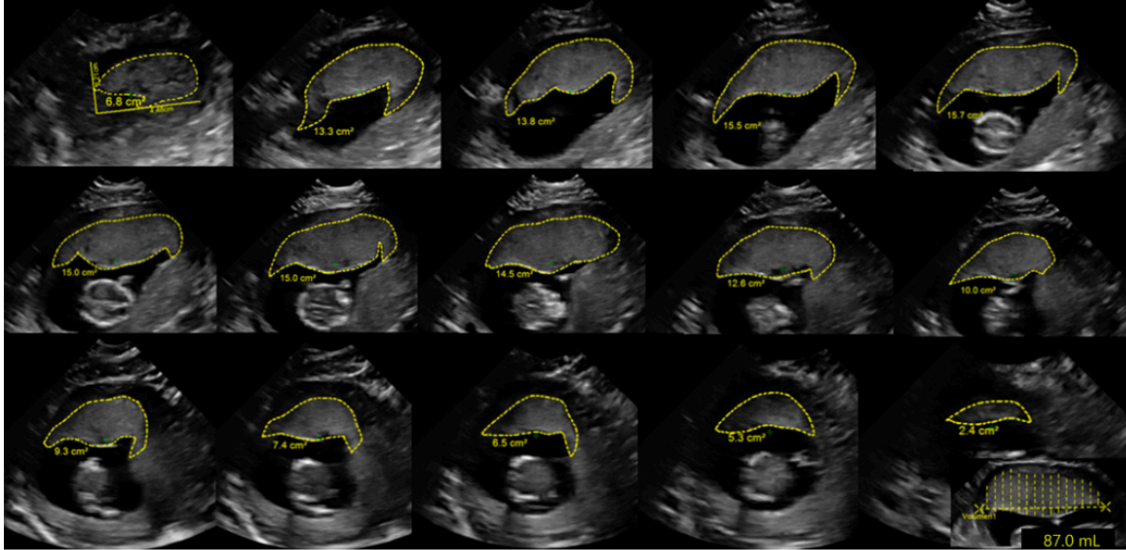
Measurement of PV using 3D ultrasound: volume calculation using the QLAB GI3DQ software (15 slices). Each frame depicts the contoured area, manually traced, of the 15 slices of the placenta (the area of the selection is also indicated in each frame, in cm^2). PV, placental volume; 3D, three-dimensional.
